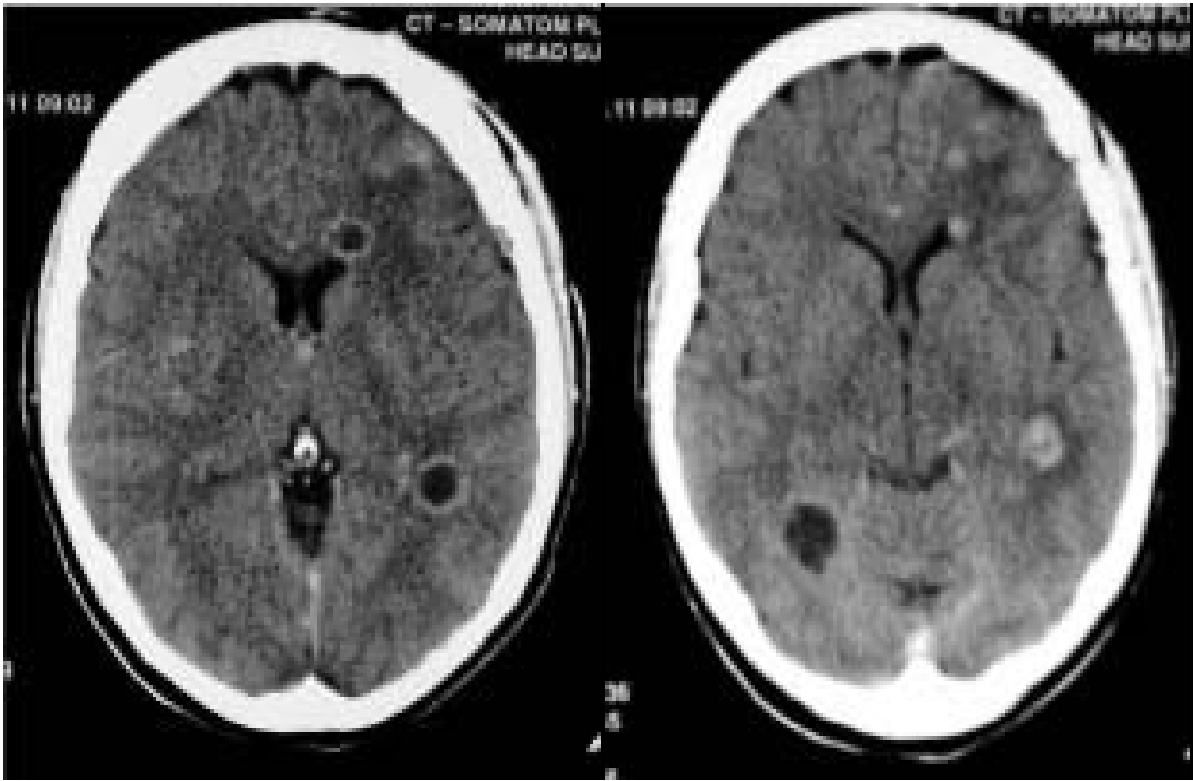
TDM CEREBRALE EN COUPE AXIALE APRES INJECTION DE PRODUIT DE CONTRASTE OBJECTIVANT DE MULTIPLES TUBERCULOMES DISSEMINES DANS LE PARENCHYME CEREBRAL DONT CERTAINS SONT HYPODENSES AVEC UN REHAUSSEMENT EN COURONNE (A) ET D'AUTRES AVEC UN REHAUSSEMENT NODULAIRE (B).
